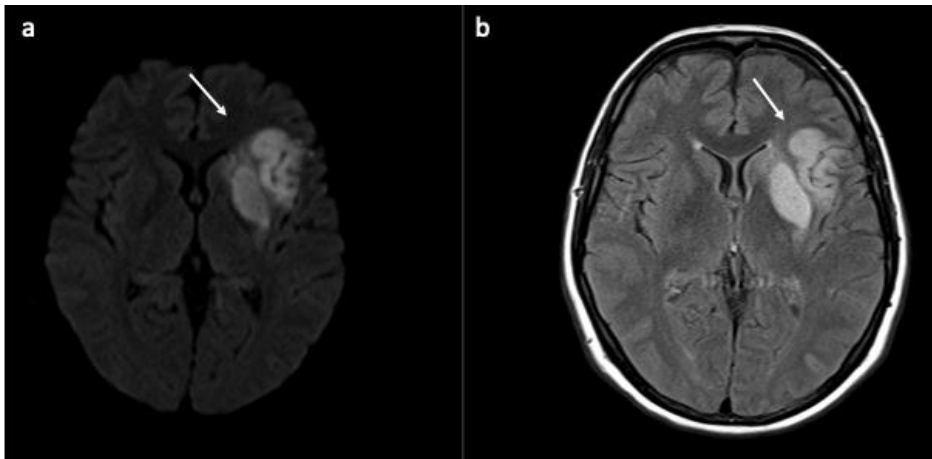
Axiale DWI Sequenz mit Teilinfarkt der Arteria cerebri media links (a), demarkiert in der axialen FLAIR-Sequenz (b)
